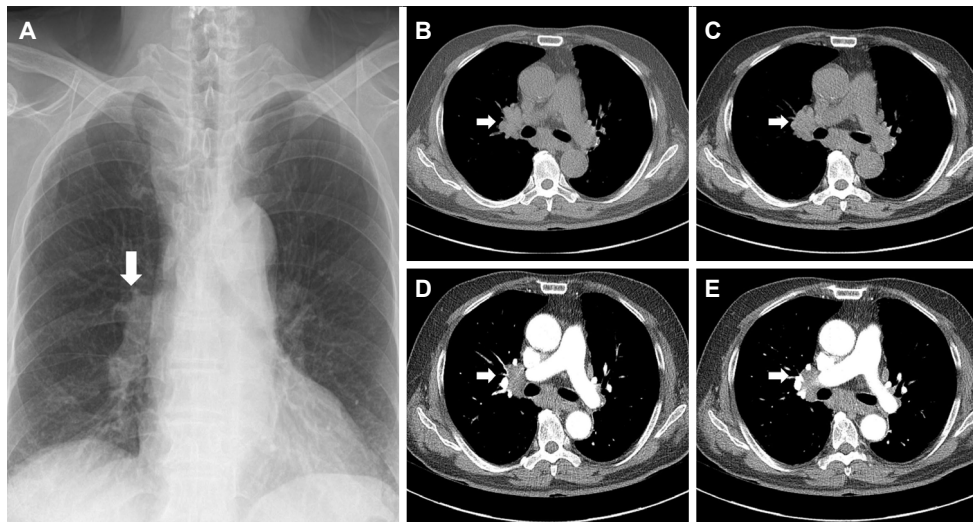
Chest X-ray (A) and CT (B, C, D, E) show right perihilar lymphadenopathy.
